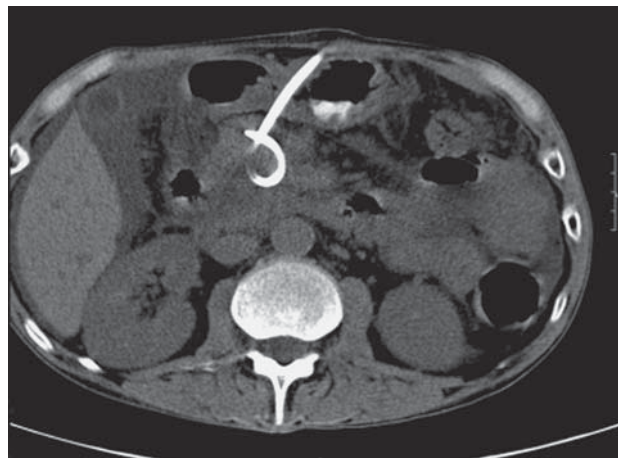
Компьютерная томограмма. Дистальный виток стента в псевдокисте ПЖ.
